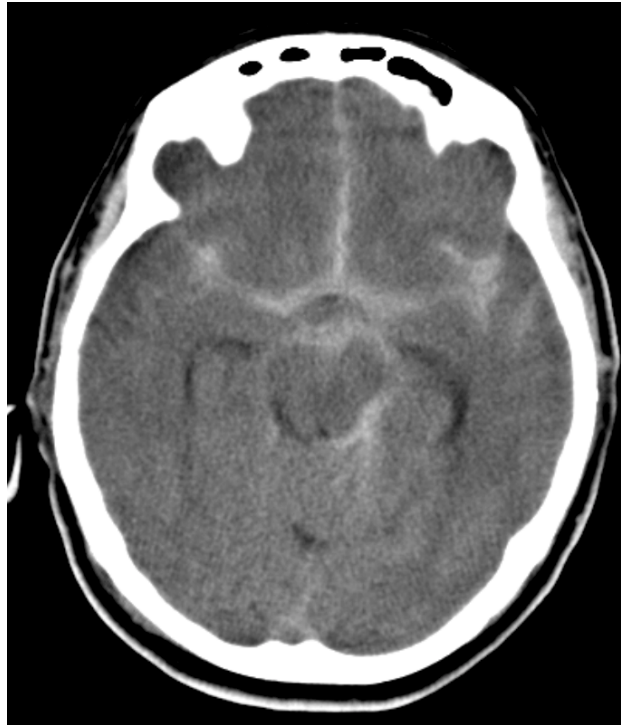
CT mit Nachweis von Blut in den basalen Zisternen im Sinne einer SAB.*
